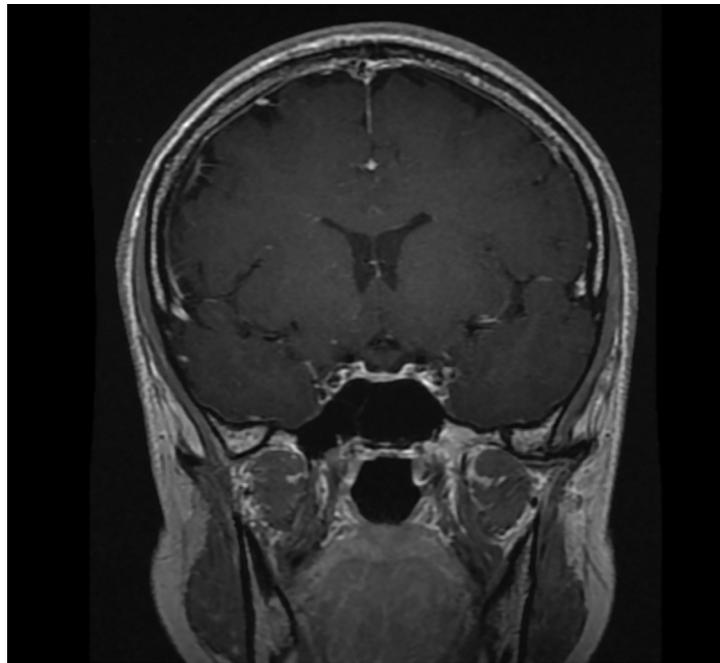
МРТ головы с контрастным усилением, T1-взвешенное изображение, коронарная (фронтальная) проекция. МР-картина частично «пустого» турецкого седла.
